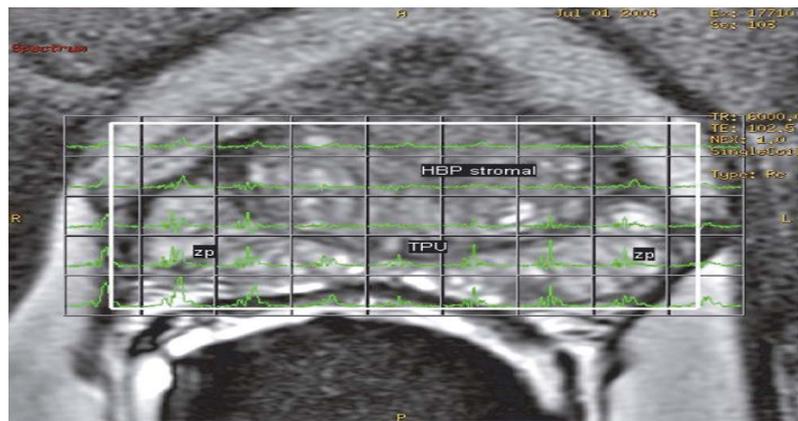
Les données métaboliques superposées à l'IRM morphologique.
